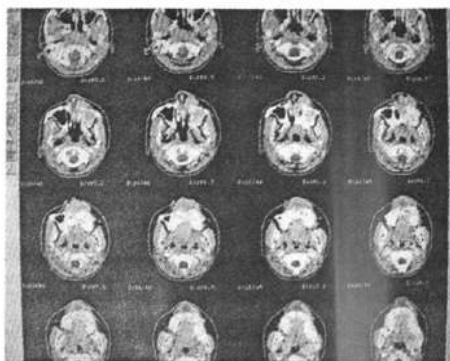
胚胎腺泡状横纹肌瘤伽玛刀治疗前 CT+C 定位片
